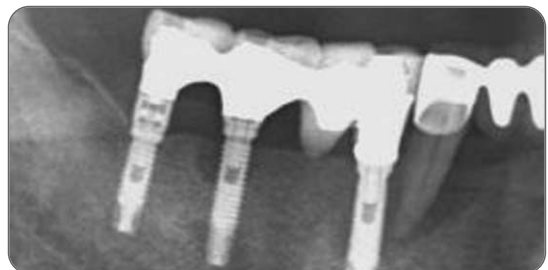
수술 30개월 후 방사선 사진. 하악 우측 견치 근심면으로 치주질환이 진행되어 발치를 결정하였다.
